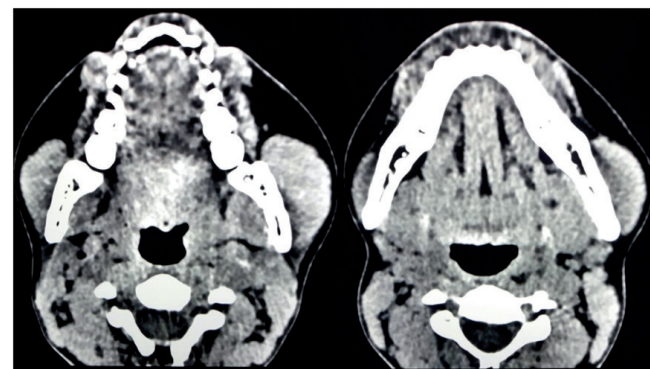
TC ventana tejidos blandos. Se observa aumento de volumen isodenso del músculo masetero.
